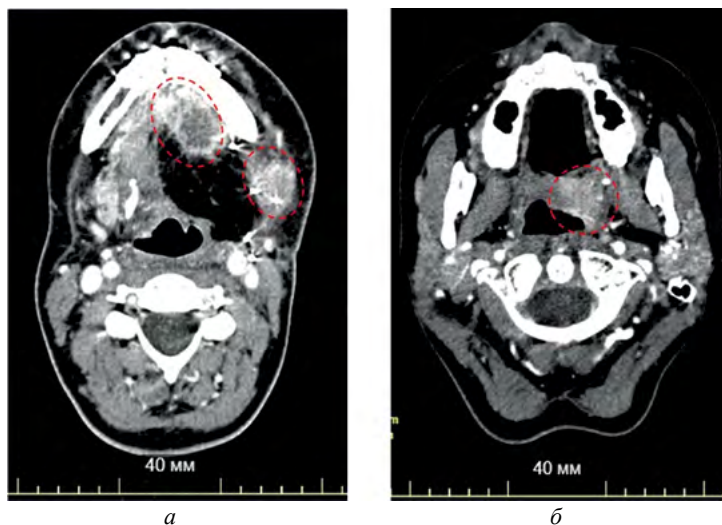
Спиральная компьютерная томография с контрастированием лицевого скелета пациентки А. через 3 мес. после лечения. Овалами показаны участки продолженного роста опухоли в области дна полости рта (а) и мягкого неба (б)
